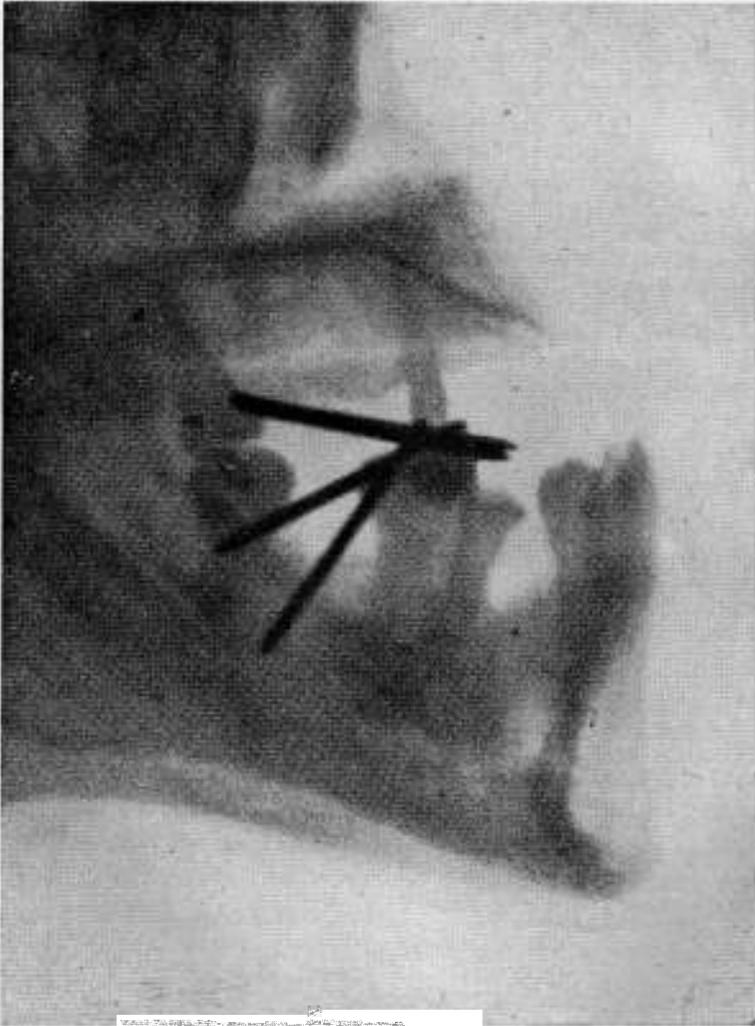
Esta segunda radiografía de perfil demuestra los mismos inconvenientes que la anterior, vistos en un plano sagital. Estos defectos de las agujas de Regaud, enhebradas solamente en la "popa", se solucionarán por medio de nuestras agujas que, enhebradas en la "popa" y en la "proa", controlarán la situación definitiva de ambos cabos. Obsérvese que las dos agujas superiores fueron colocadas en forma retrógrada, de atrás adelante y, en cambio, las inferiores, de adelante atrás.
